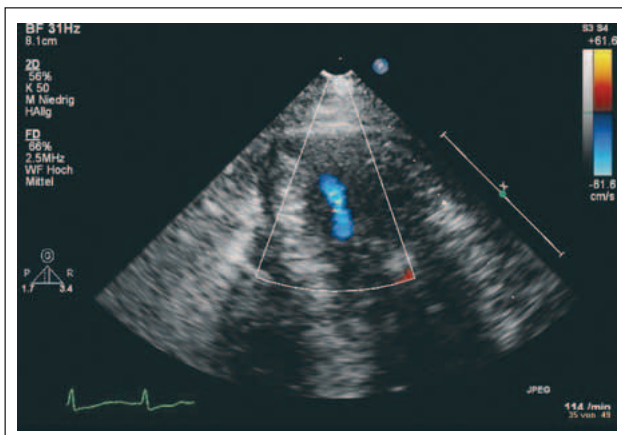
Apikaler Vierkammerblick mit Farbdopplerdarstellung
